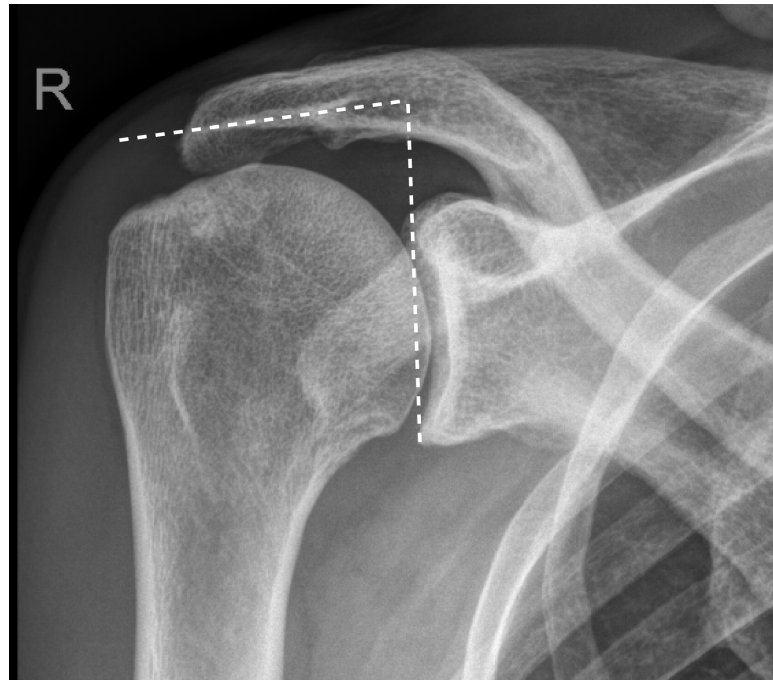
Darstellung der Messung des LAA im a.p.-Röntgenbild. Der LAA stellt den Winkel zwischen einer Linie tangential zum oberen und unteren knöchernen Glenoidrand und einer zweiten Linie entlang der Skleroselinie an der Acromionunterfläche dar.
